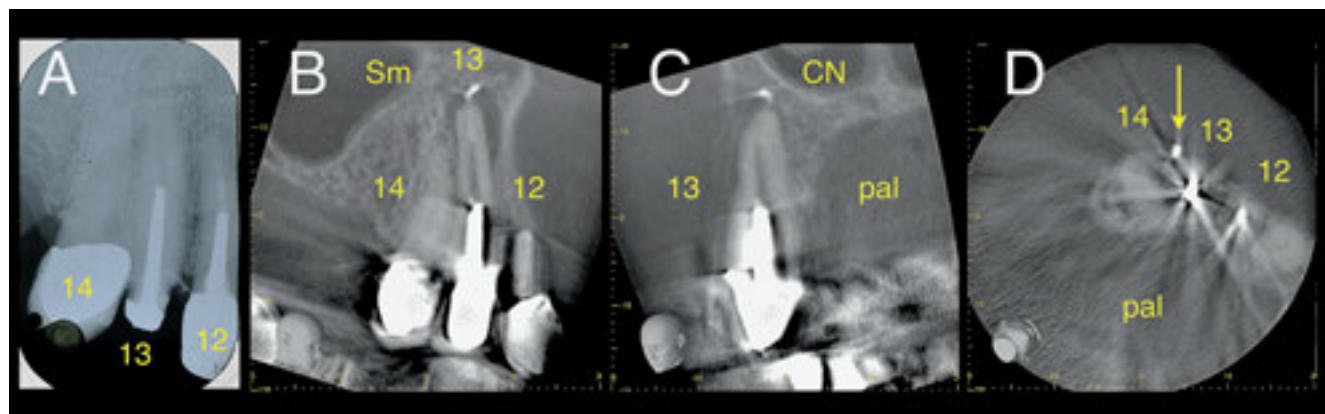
Diagnostic par TVN d'une lésion périapicale étendue avec formation de fistule apico-marginale au niveau de la dent 13. Pas d'artefacts dans la radiographie de dent isolée (A). Le tenon métallique crée dans tous les niveaux de la TVN des artefacts nets (B-D). Sinus maxillaire droit (Sm), Cavum nasi (CN), palatinal (pal), corps étranger (flèche).
